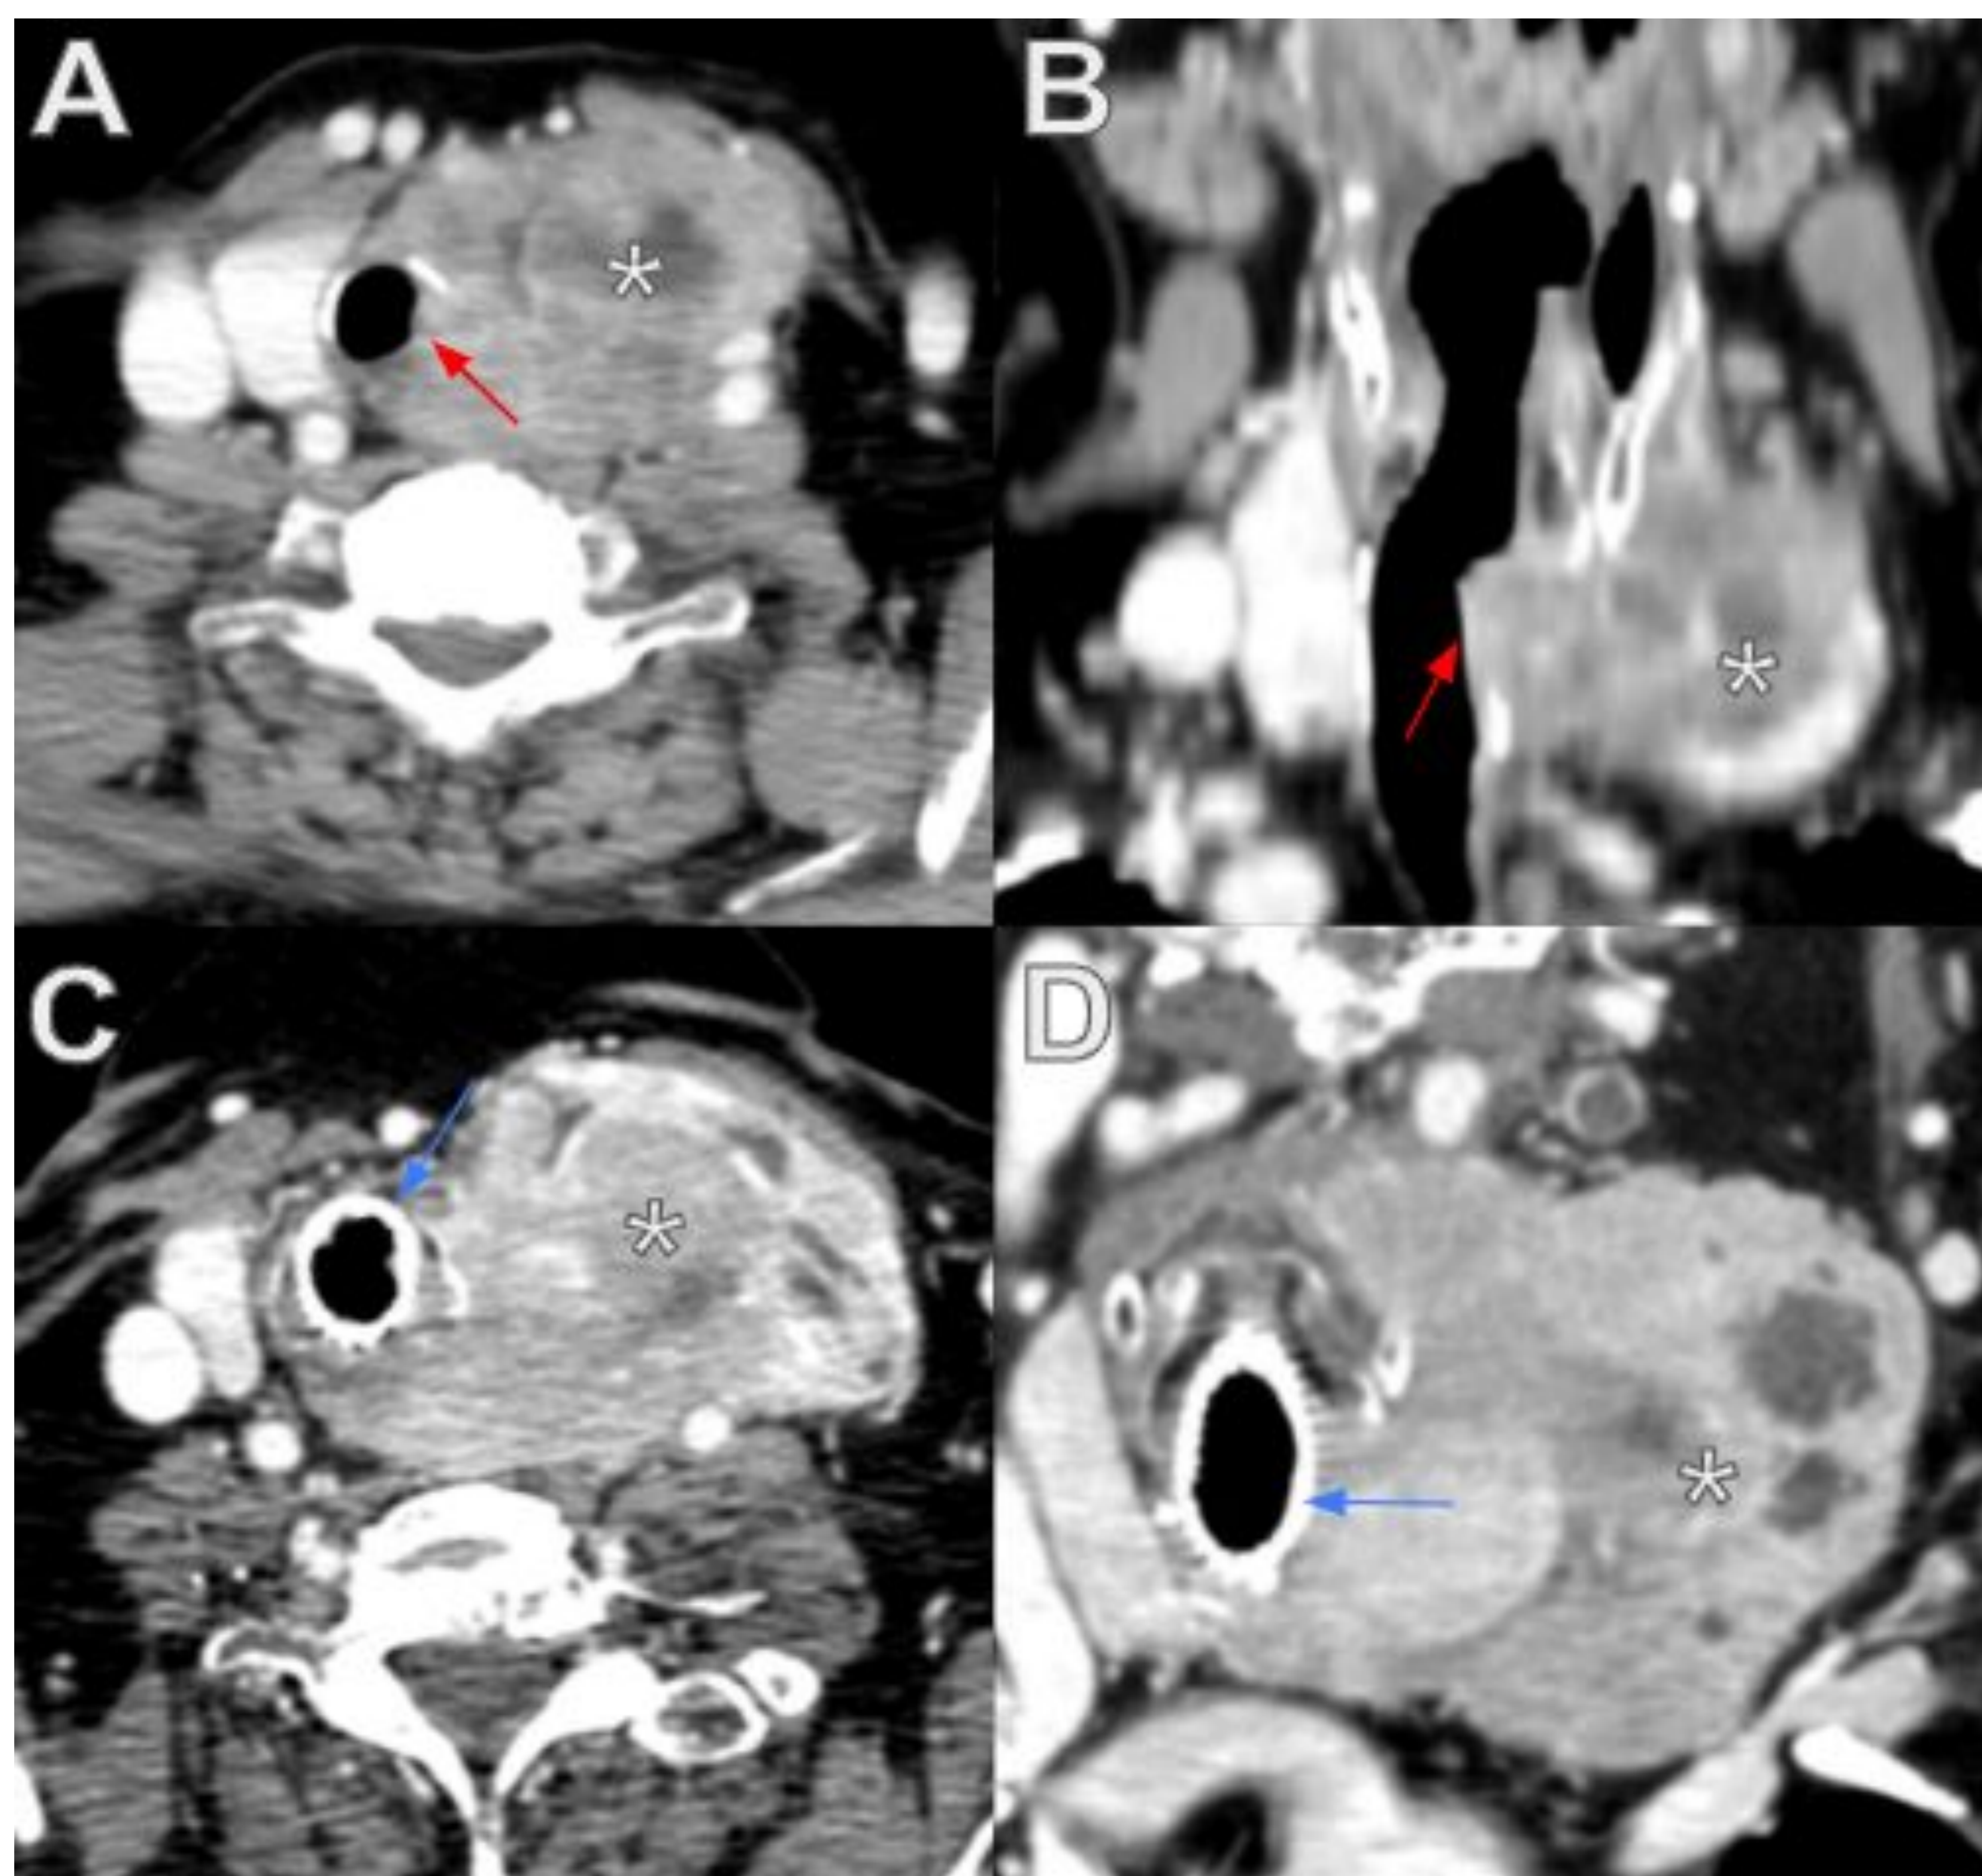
Carcinoma anaplásico de tiroides con invasión endoluminal de la tráquea (T3b). Paciente con lesión subglótica en el estudio endoscópico realizado por otorrinolaringología. Cortes axiales (A y C) y coronales oblicuos (B y D) de TC de cuello en los que se observa una tumoración tiroidea izquierda (asteriscos) que invade la subglotis y los dos primeros centímetros de la pared izquierda de la tráquea (flechas rojas); la superficie izquierda del anillo cricoideo también está infiltrada. Se desestimó la intervención quirúrgica y se colocó un stent traqueal (flechas azules) para la prevención de complicaciones locales.
